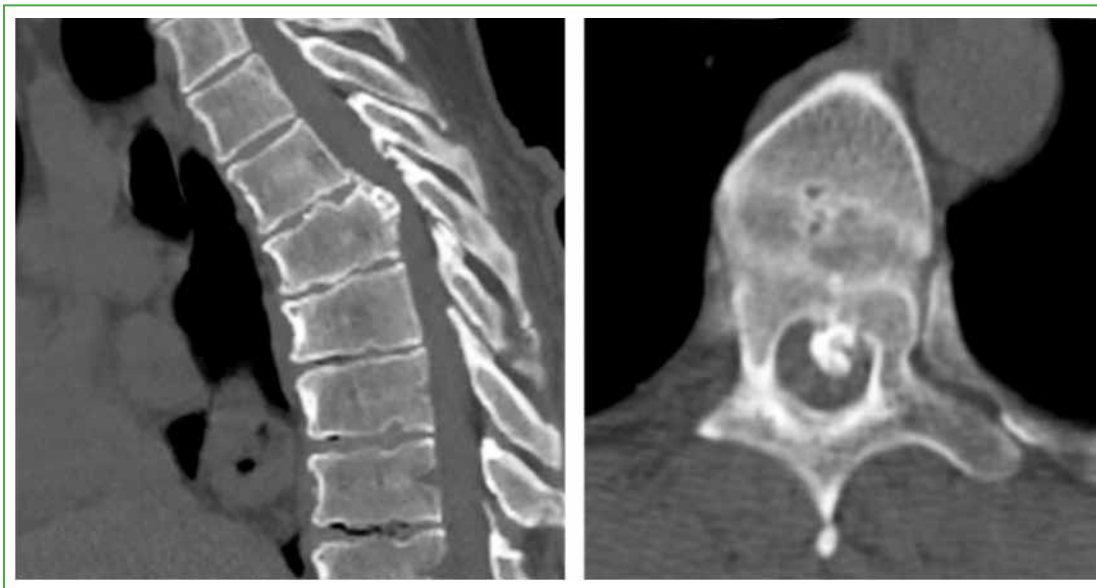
Tomografía computarizada. Se observa una hernia de disco calcificada, migrada, central, levemente lateralizada a la izquierda.
